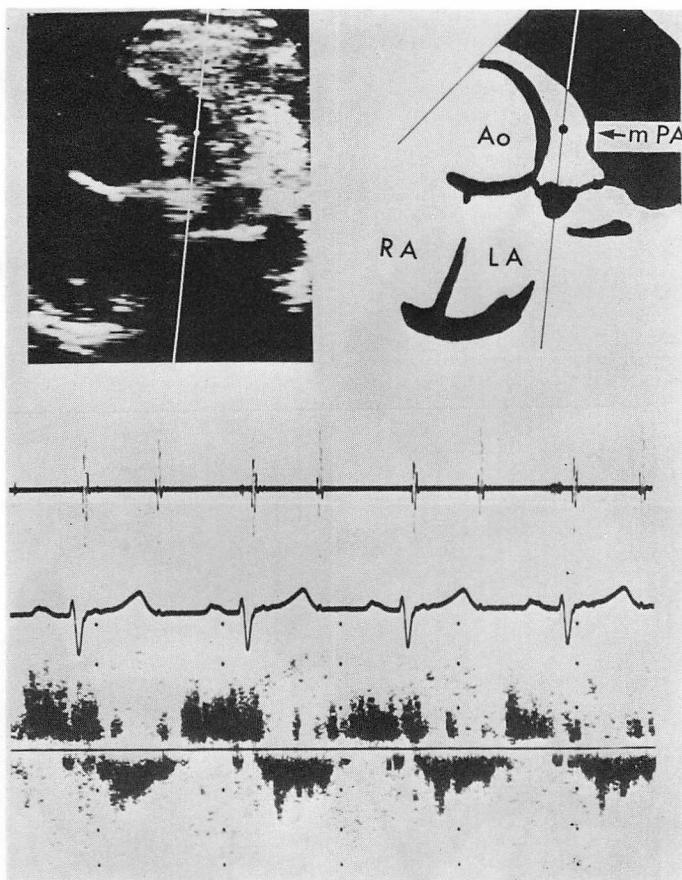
Pulsed Doppler echocardiogram of Case 2.
